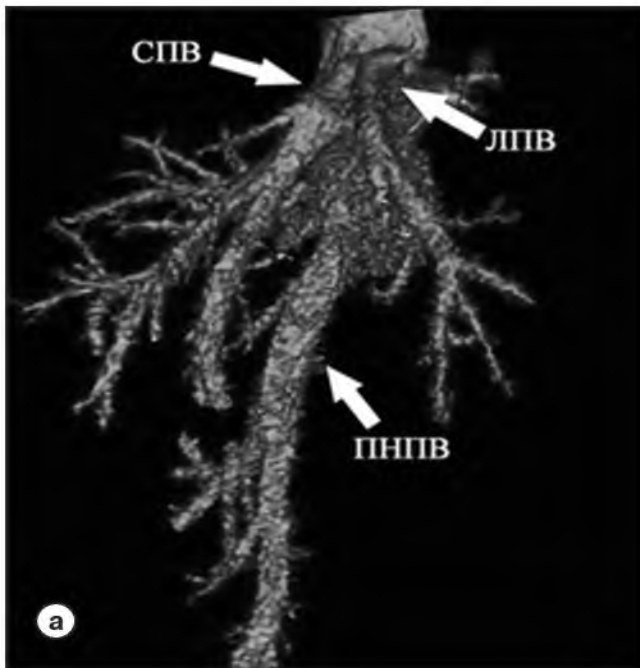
КТ-ангиография, (венозная фаза), 3D-реконструкции в косых корональных проекциях:
